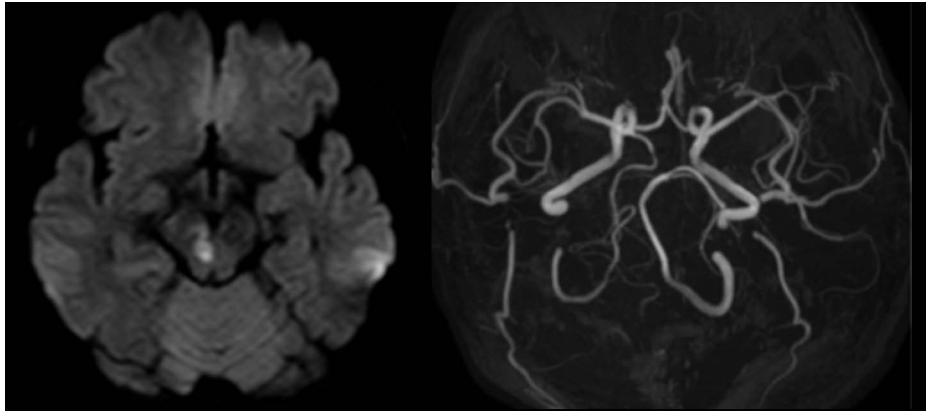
Brain MRI findings obtained at previous admission.
